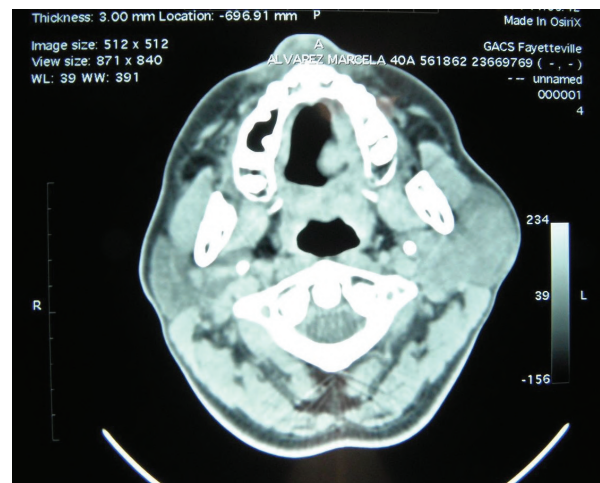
TAC en la que se observa tumor parotídeo.
